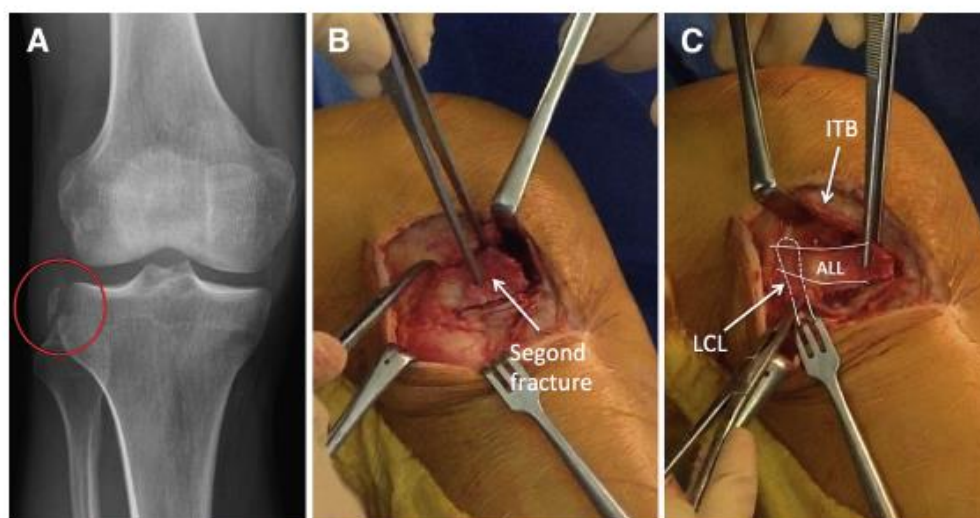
(A) An anteroposterior radiograph of the right knee shows a large Segond fracture (circle) in a patient undergoing open reduction and internal fixation with concomitant anterior cruciate ligament reconstruction. (B, C) The photographs show that the structure that overlaps the lateral collateral ligament (LCL) and has a broad attachment to the bony avulsion is the anterolateral ligament (ALL) identified during previous dissections.⁵ (ITB, iliotibial band.)
